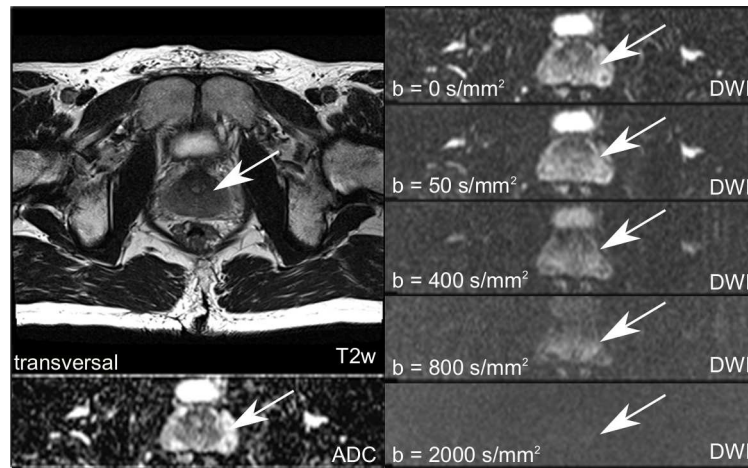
Diffusions-gewichtete ^1H -MRT (DWI und ADC) der Prostata zur Beurteilung der Bildqualität. Zur anatomischen Einordnung ist ein $T_2\text{w}$ -Bild auch aufgeführt. Die Position der Prostata ist mit einem weißen Pfeil gekennzeichnet.
